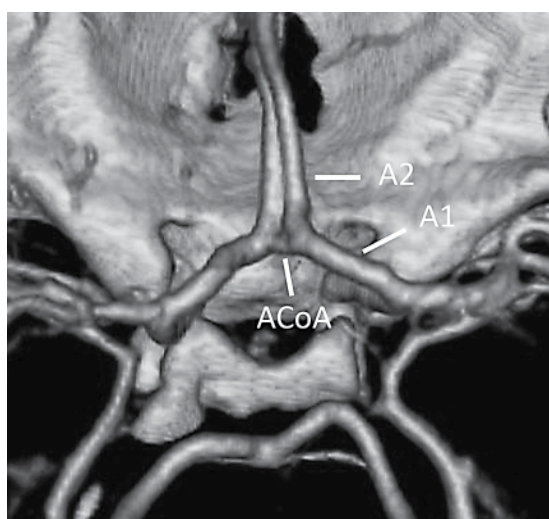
Visión de angiotomografía de la ACA y ACoA. Tomado de (17)
